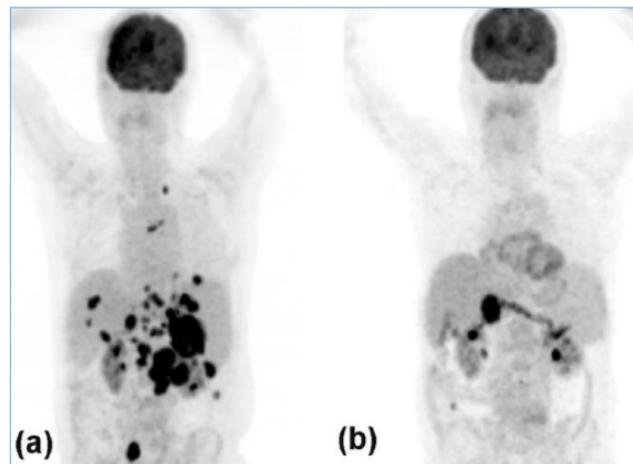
TC-PET de masculino de 80 años que muestra metástasis masivas de melanoma en todo el abdomen (a), que se resolvieron casi por completo después de dos ciclos de terapia combinada anti-PD-1 más anti-CTLA-4 (b)
